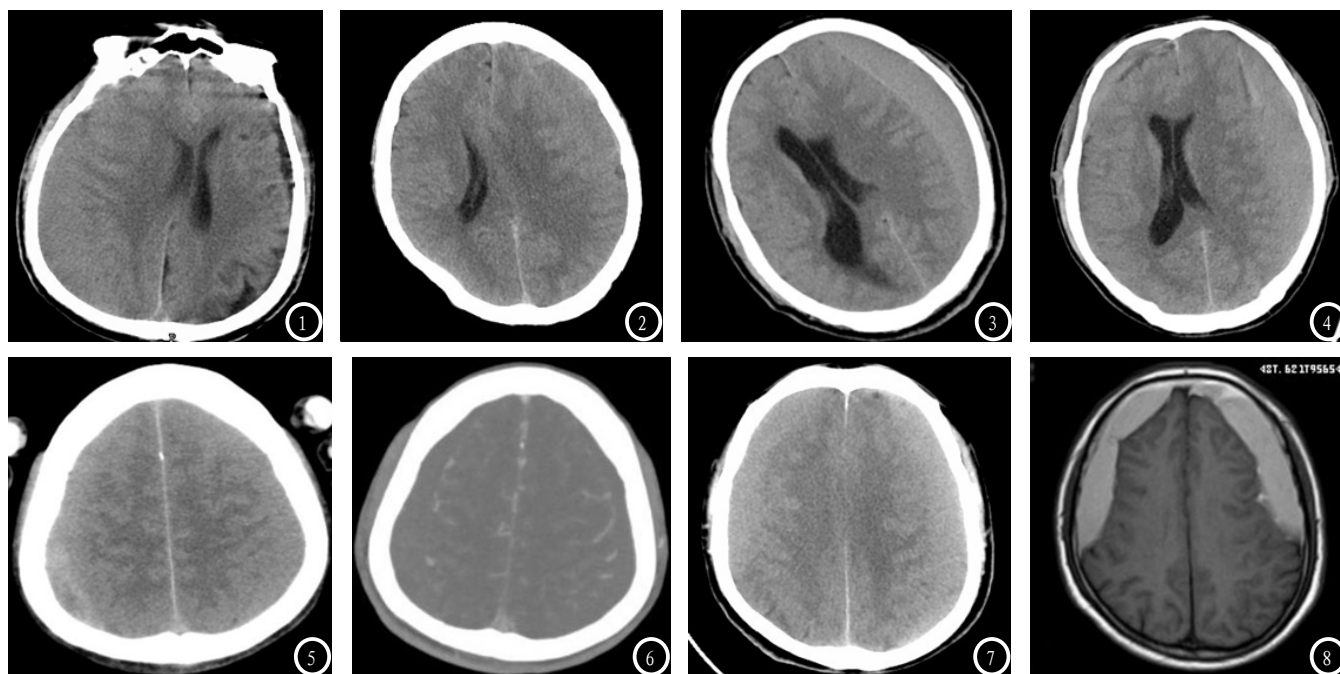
右侧颞枕部等密度硬膜下血肿, 占位效应明显。图2 左额顶部等密度硬膜下血肿, CT值与对侧皮质相仿。图3 左额顶等密度硬膜下血肿, 灰白质界面内移, 白质塌陷, 脑室明显受压、变形、移位。图4 两侧紧贴颅骨内板下方的弓形、新月形无脑沟、脑回结构的弧形等密度灶, 凹面指向大脑中线侧。图5-6 平扫两侧等密度硬膜下血肿显示欠清, 增强后脑膜或皮质血管被血肿推挤, 远离颅骨内板, 诊断明确。图7-8 两额顶部等密度硬膜下血肿, MRI TWI呈新月形明显高信号, 诊断明确。
